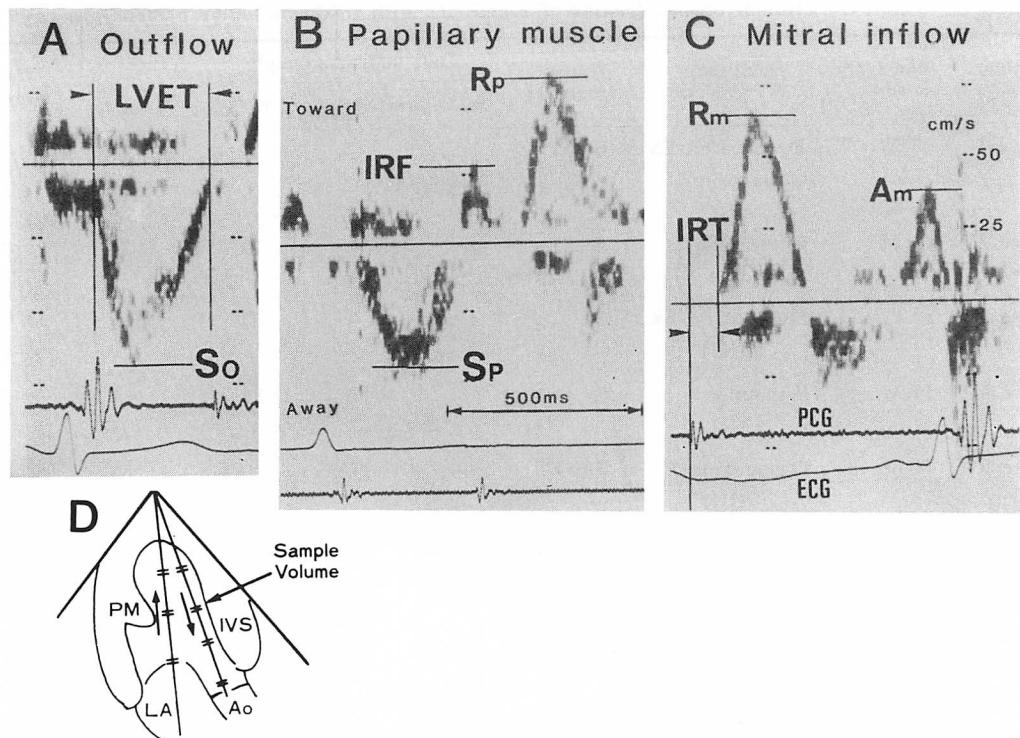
Intraventricular flow velocity patterns obtained with pulsed Doppler echocardiography.
